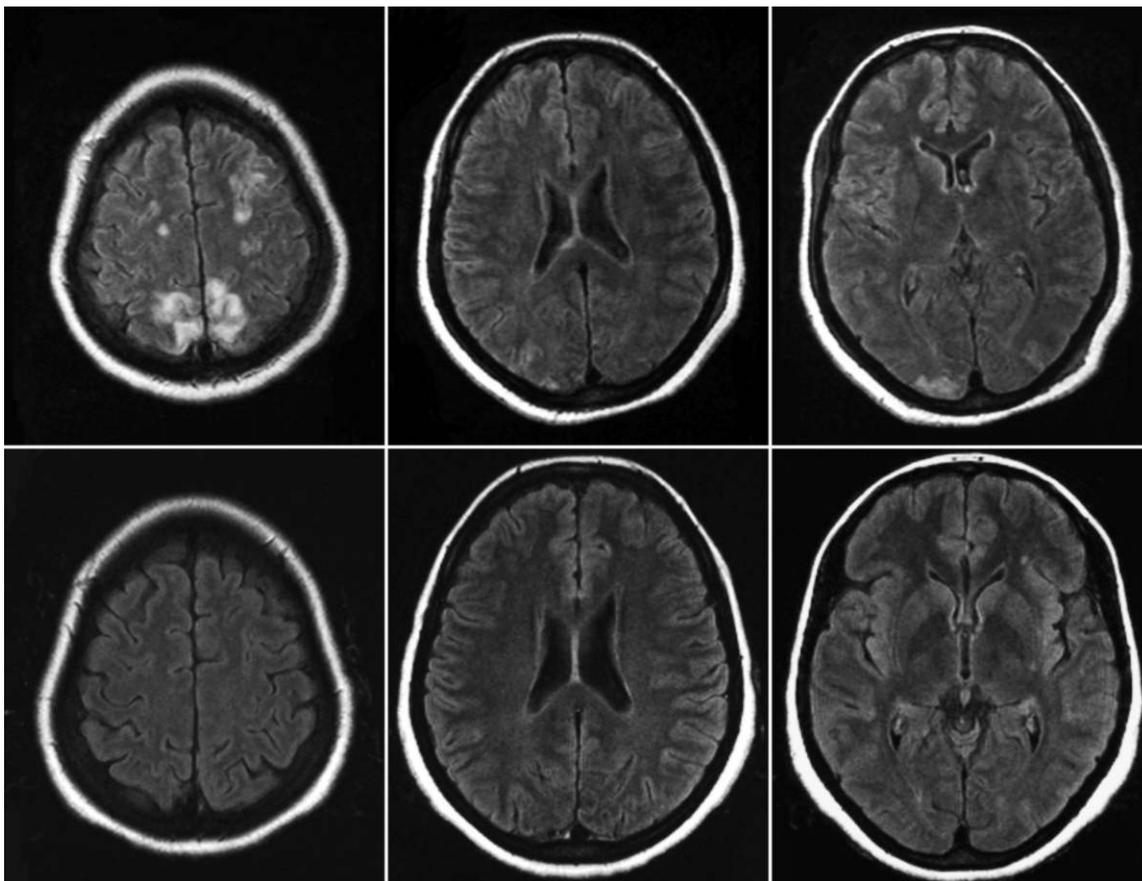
magnetic resonance imaging (MRI) の fluid-attenuated inversion recovery (FLAIR) 画像。
